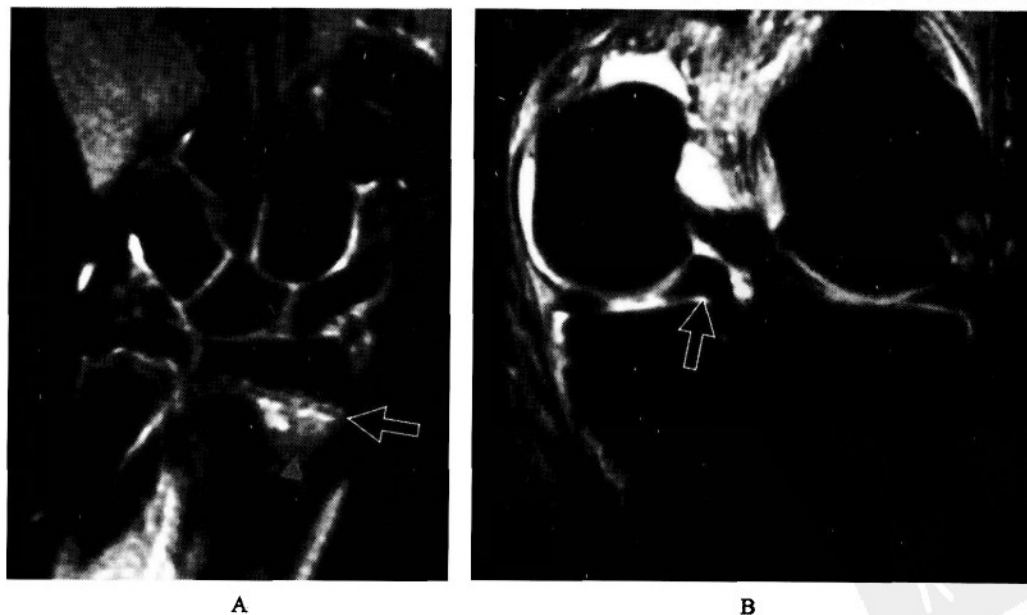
MRI 在儿童骨关节损伤诊断中的作用
